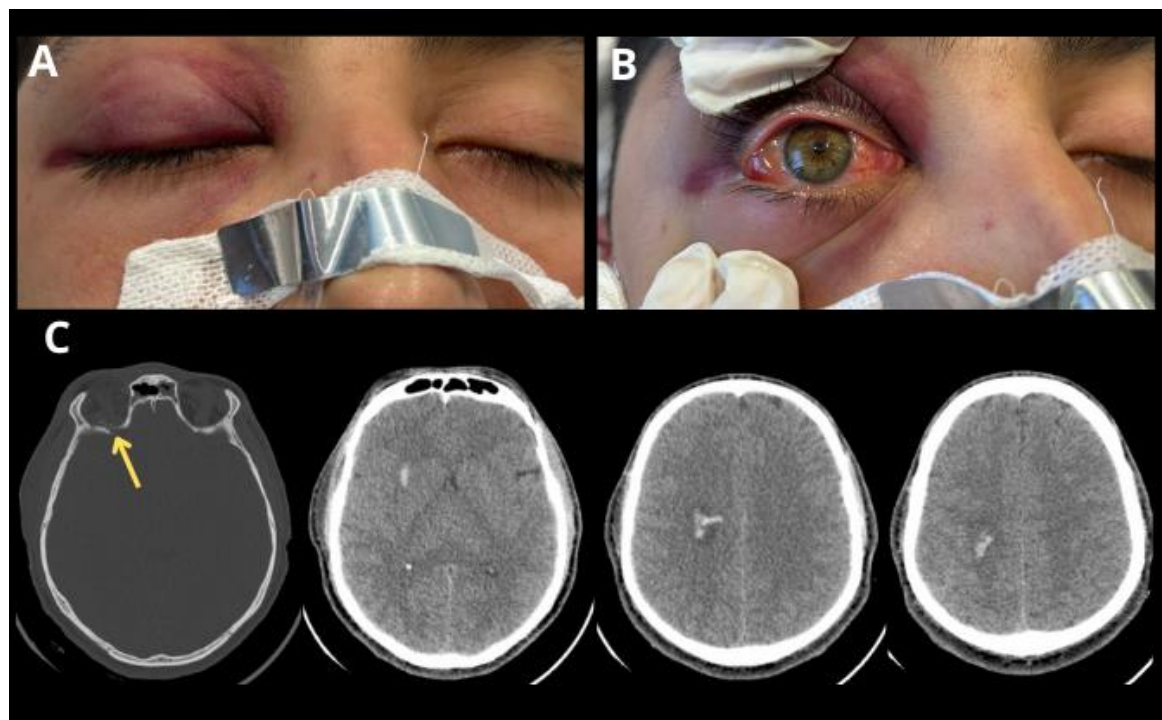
Lesión ocular y TC de cráneo sin contraste. A: Lesión externa con hematoma bipalpebral en el ojo derecho. B: Orificio de entrada a nivel ocular derecho. C: Ventana ósea: fractura a nivel de piso anterior de cráneo, sobre techo de órbita derecha (flecha amarilla). En ventana encefálica se observa el trayecto lineal hemorrágico y contusión hemorrágica.
